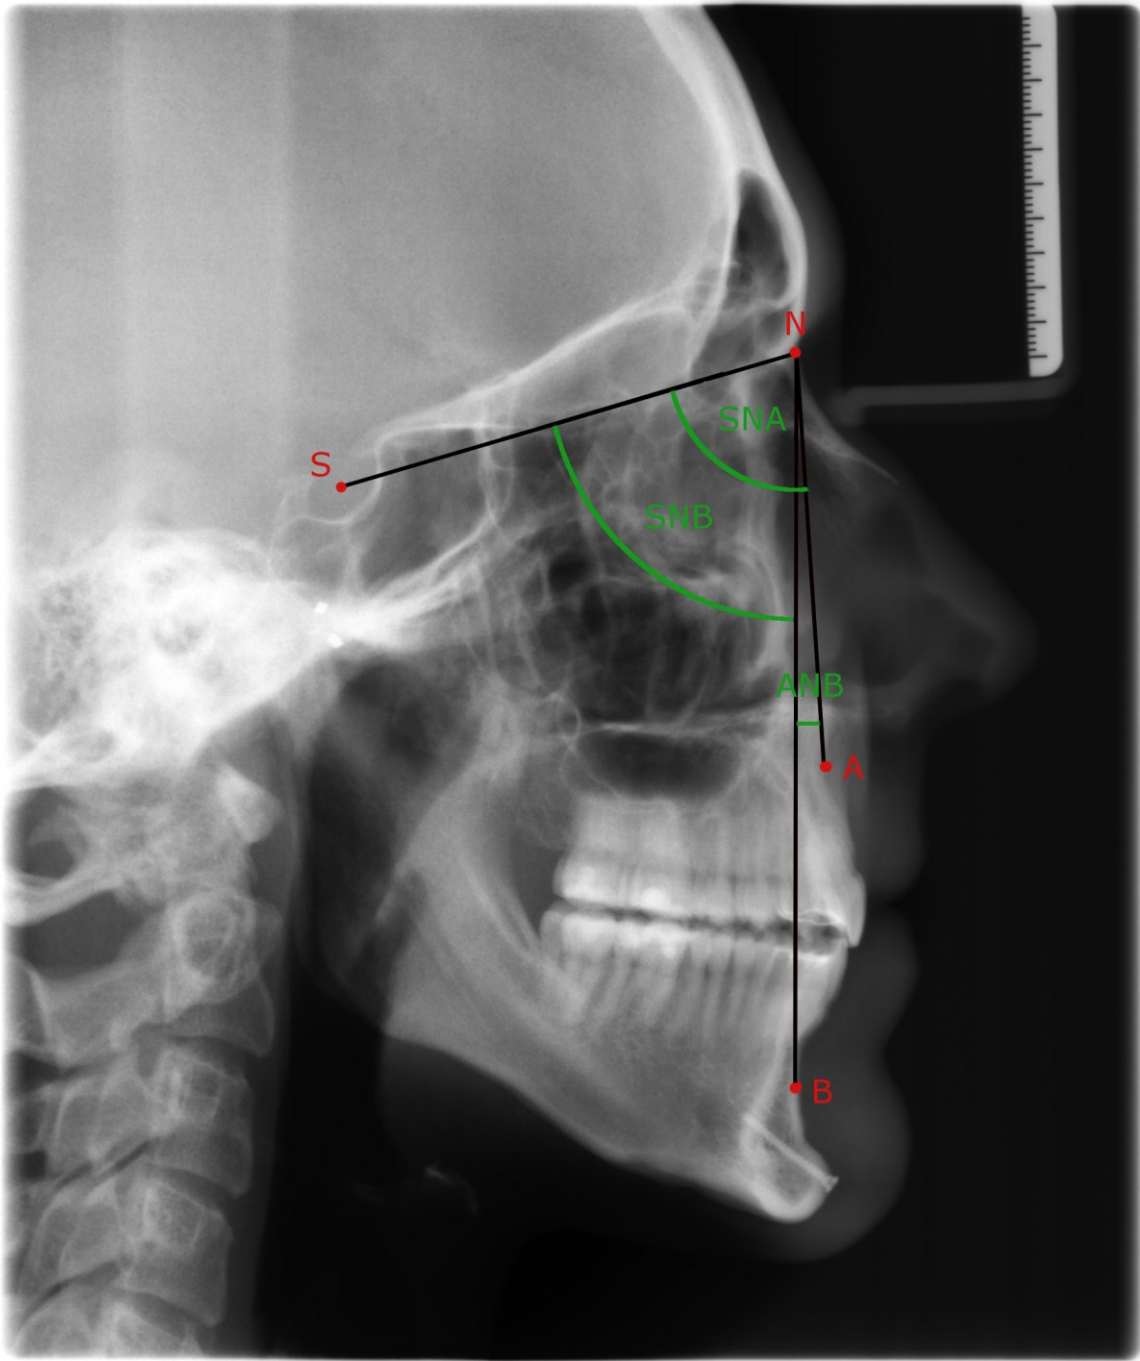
Fernröntgenwinkel: SNA, SNB, ANB
